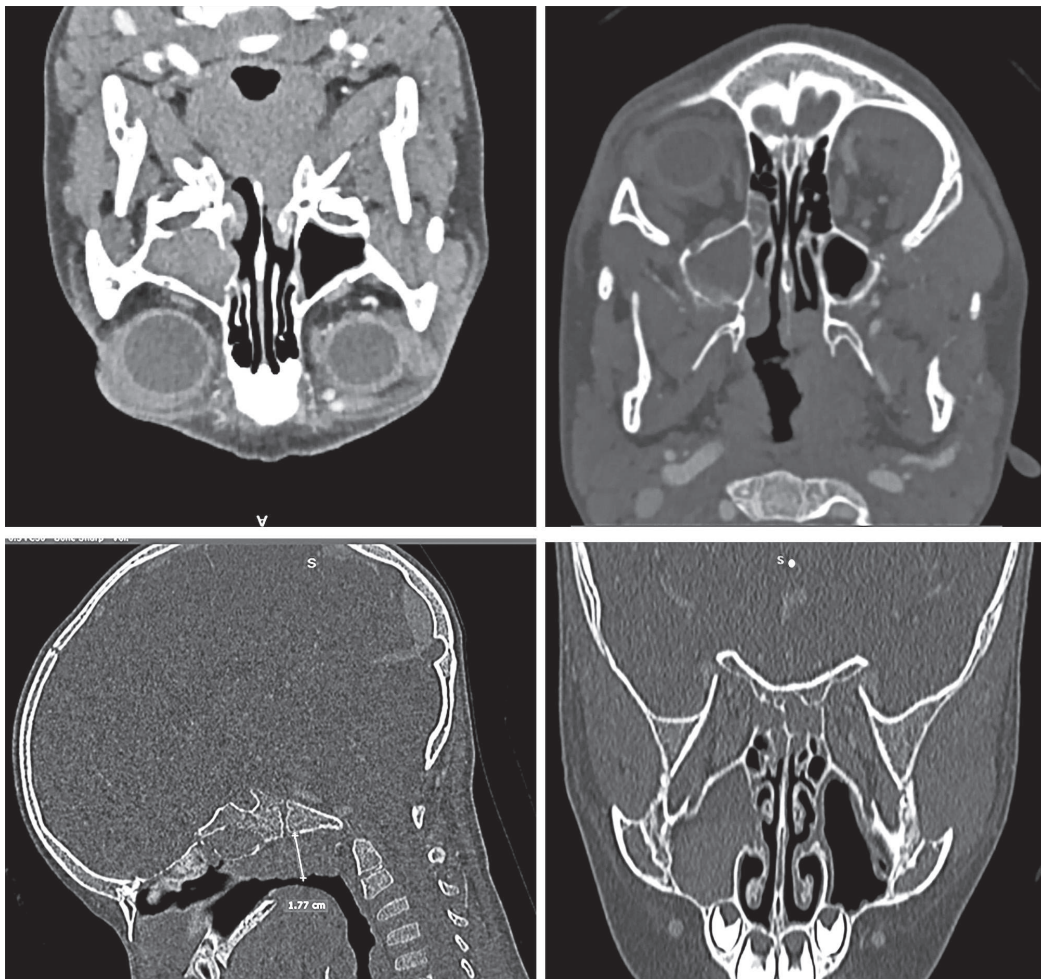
Imagini CT ale pacientului la momentul internării.
